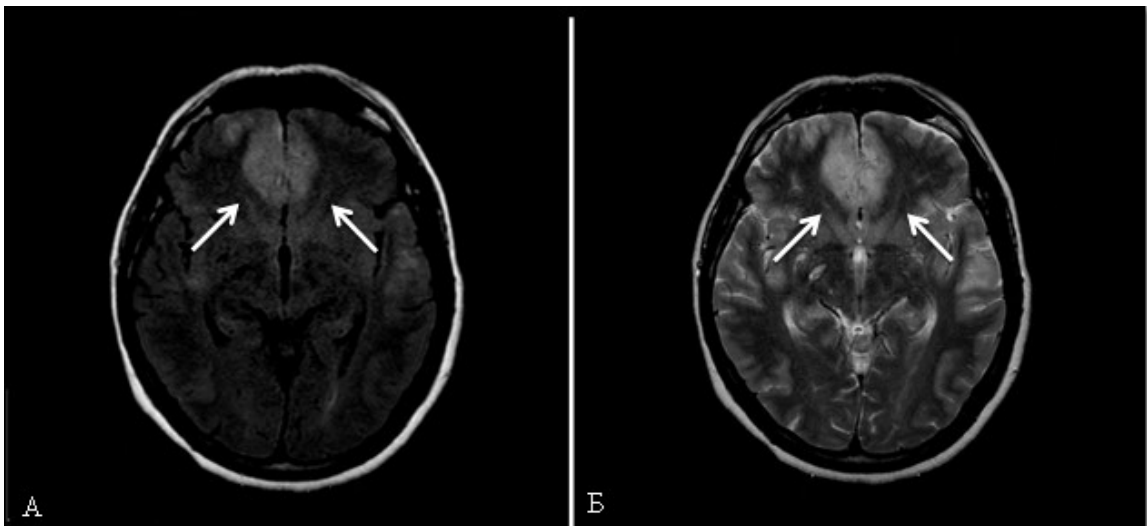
Спостереження №81. МРТ головного мозку (А — в Т1 режимі, Б — Т2 режим) хворої К- ко, 53 роки, історія хвороби №151210, аксіальна проекція, перша доба після розриву. Стрілками позначено вогнище ішемії в обох лобних частках, яке сформувалось на фоні критичного ангіоспазму в басейні лівої та правої ПМА, після перенесеного крововиливу внаслідок розриву аневризми ПМА сегменту А3.
